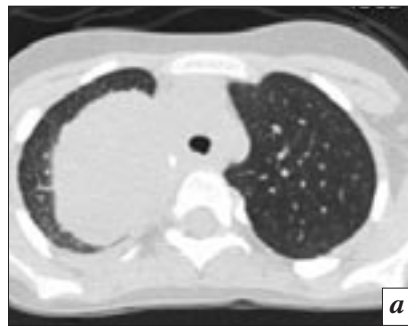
МСКТ (легочный режим), уровень нижней трети и бифуркации трахеи (а, б). Реконструкция проекции минимальной интенсивности (MinIP) (в). Определяется коническое сужение верхушечного бронха, правый верхнедолевой бронх визуализируется на фоне образования, просвет его не сужен.
